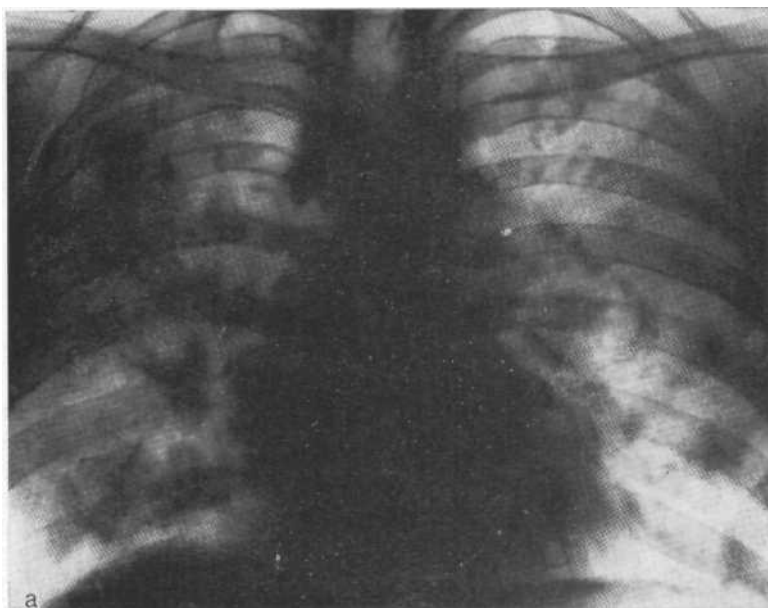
Обзорная рентгенограмма (а) и срединная томограмма (б). Медиастинально-легочная стадия саркоидоза. Массивные очагово-фокусные изменения в обоих легких. Двусторонняя аденопатия. Биопсия легкого и лимфатических узлов.
